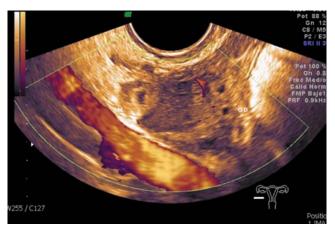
Imagen de ultrasonido endocavitario que muestra estructura vascular de referencia. Proyección longitudinal ovario derecho con estroma ovárico normal y folículos en su extremo izquierdo y en su polo superior y lateral derecho, con presencia de imagen hipoecoica irregular con ecos de bajo nivel. Contactante la presencia de masa ecogénica en forma de anillo de forma esférica, con centro anecoico.
